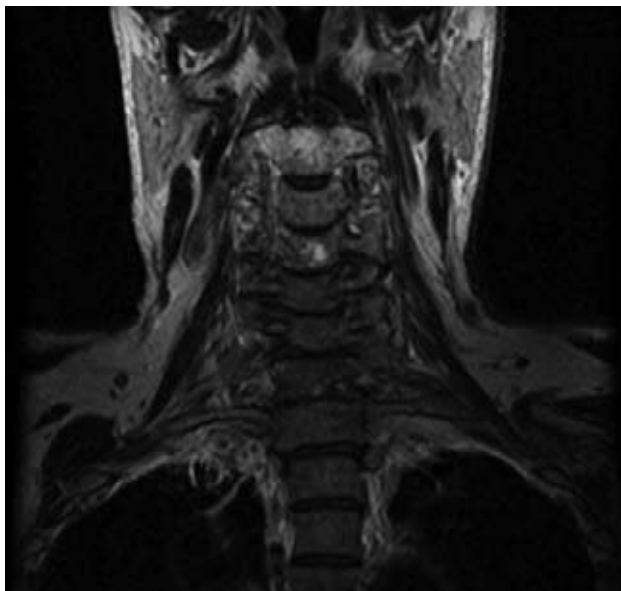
Estudio de resonancia magnética que reveló tumoración en el hueso supraclavicular derecho de 8 x 8 cm de diámetro.
